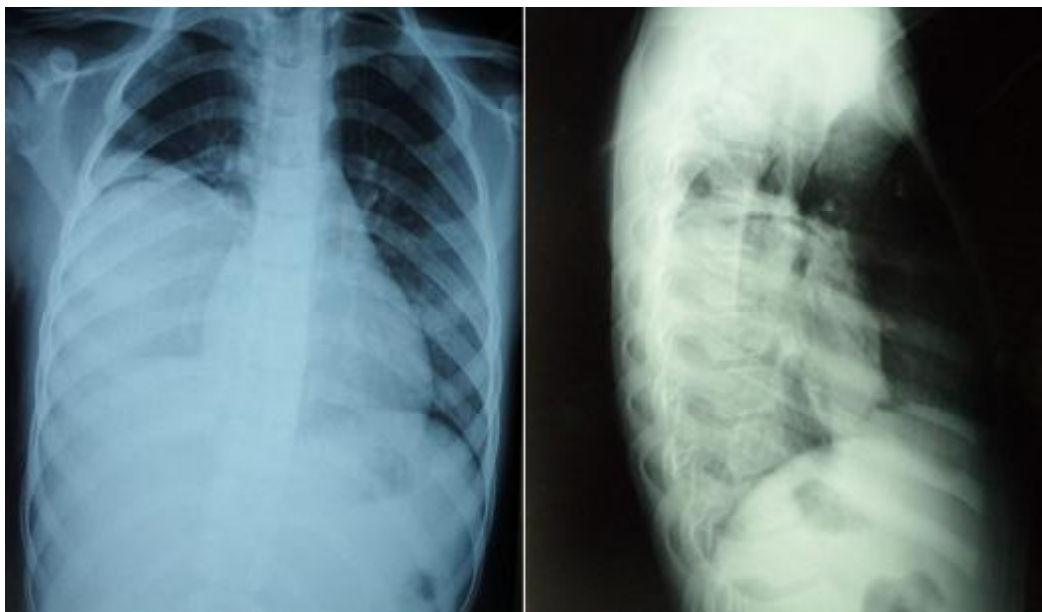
Radiographie de thorax de face et de profil : KHP du lobe inf droit fissuré
